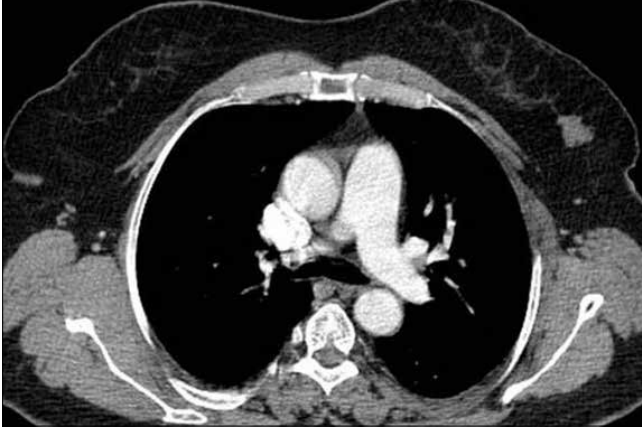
a-c. Sol meme üst dış kadranda düzgün sınırlı, oval, solit kitlenin BT, mamografi ve ultrason görüntüsü (a-c). Histopatolojik sonucu fibroadenom
